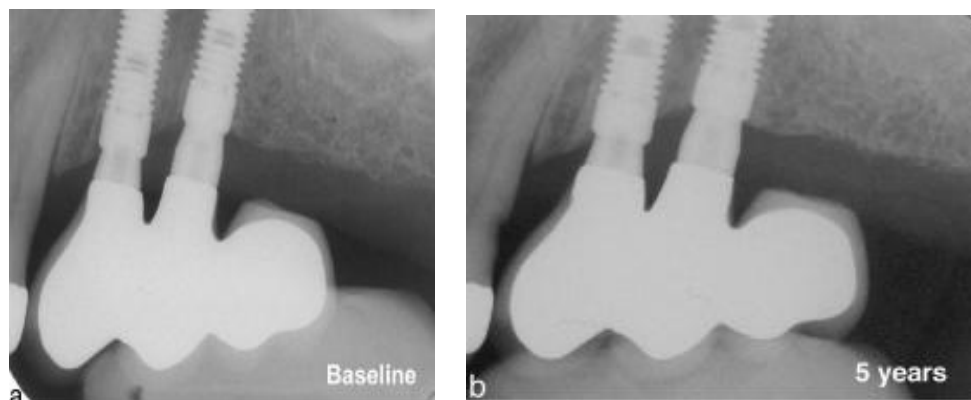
Radiografia de prótese fixa com cantiléver distal (a); preservação após 5 anos (b)⁶³.
